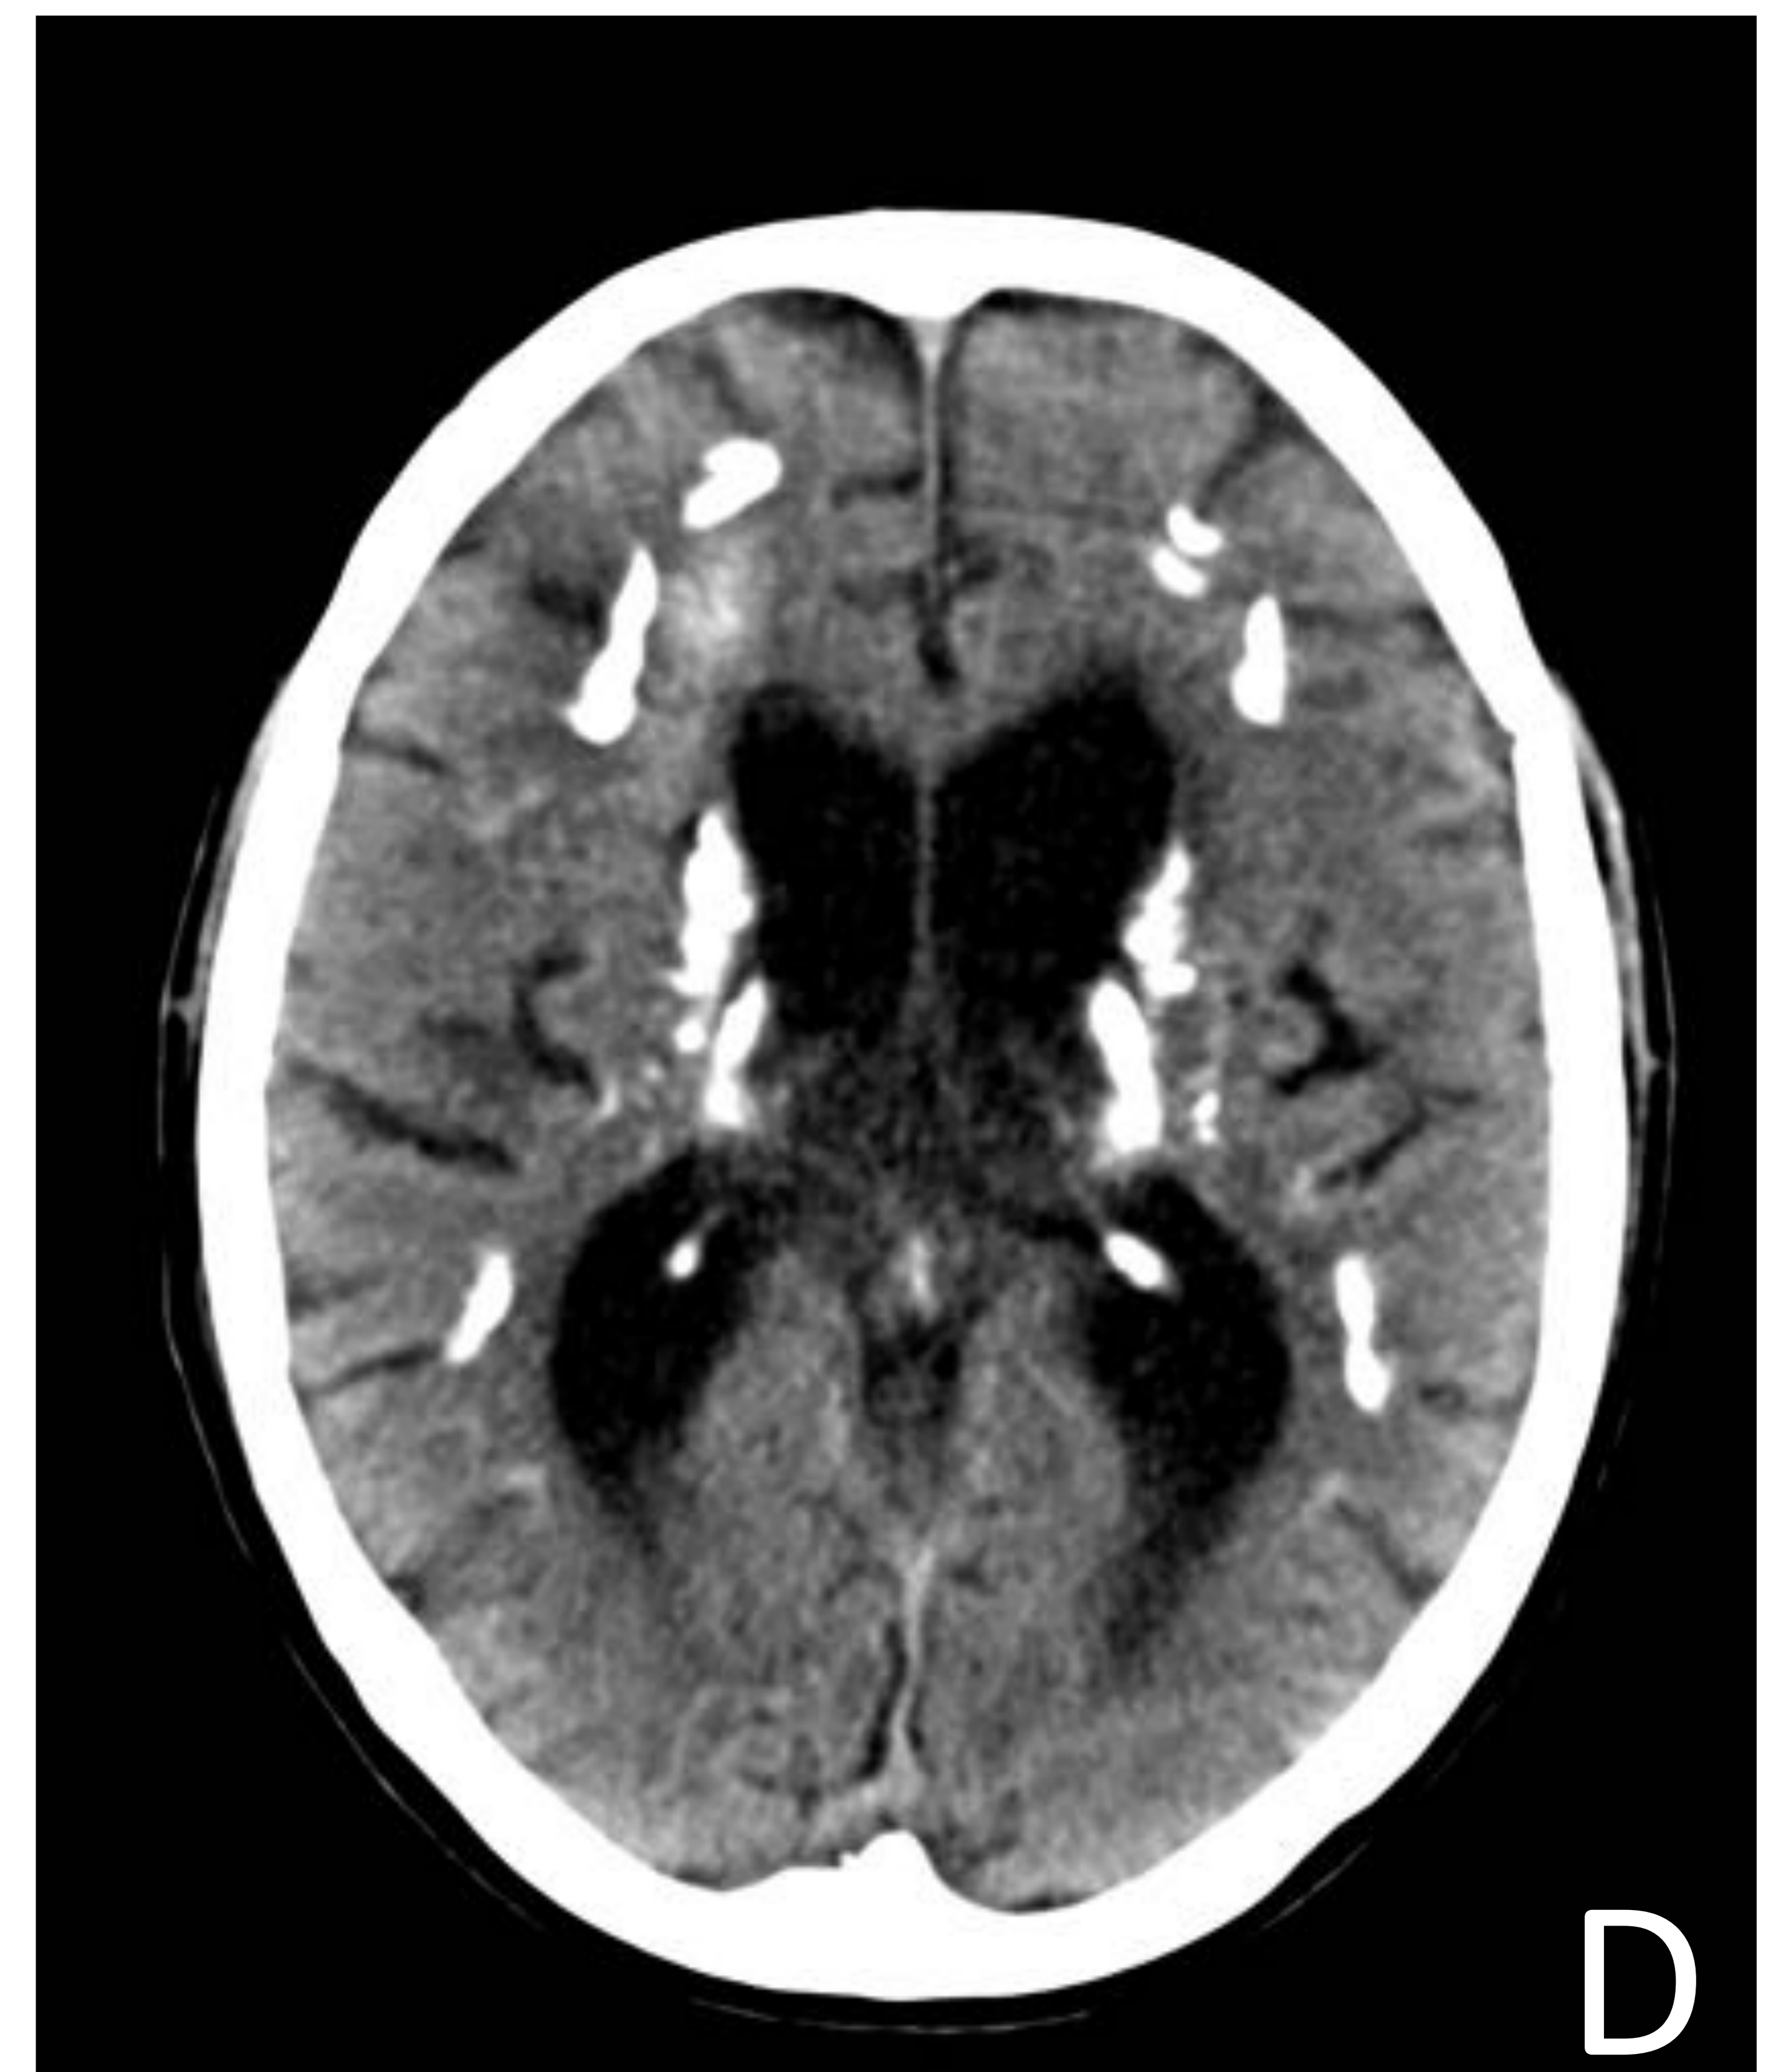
Paciente de 55 años con deterioro progresivo de las funciones superiores e ideación de perjuicio. TC craneoencefálica en plano axial sin contraste que muestra las calcificaciones hiperdensas de la sustancia blanca del cerebelo (A) los ganglios basales, los tálamos (B y C) y la sustancia blanca subcortical (D) características de la enfermedad de Fahr.
